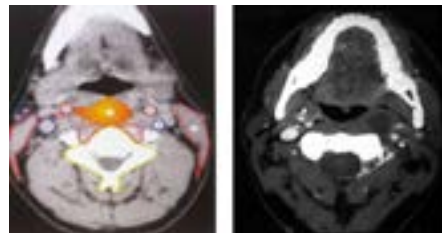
Spațiul retrofaringian a). Chist retrofaringian secundar rezultat după evacuarea unui abces retrofaringian: b) CT axial în fereastră de părți moi. Chistul împinge lateral vasele carotide și anterior grăsimea prestiloidiană; c) CT cu reconstrucție 2D sagitală în fereastră de părți moi. Chistul împinge anterior grăsimea spațiului parafaringian, d) Abces mediastinal.
